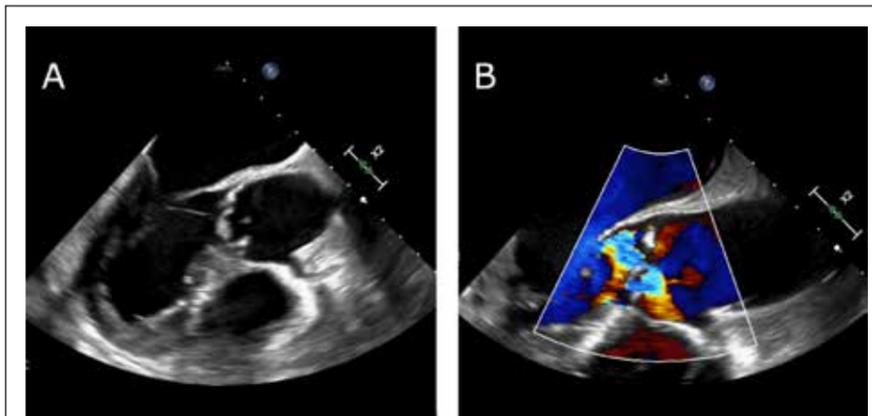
Transösophageale Echokardiographie bei Endokarditis. Endokarditis der nativen Aortenklappe mit lokaler Destruktion des Klappengewebes und Nachweis einer ca. 20 mm messenden frei flottierenden Vegetation (A). Durch die lokale Destruktion resultiert eine hochgradige Aortenklappeninsuffizienz (B)
